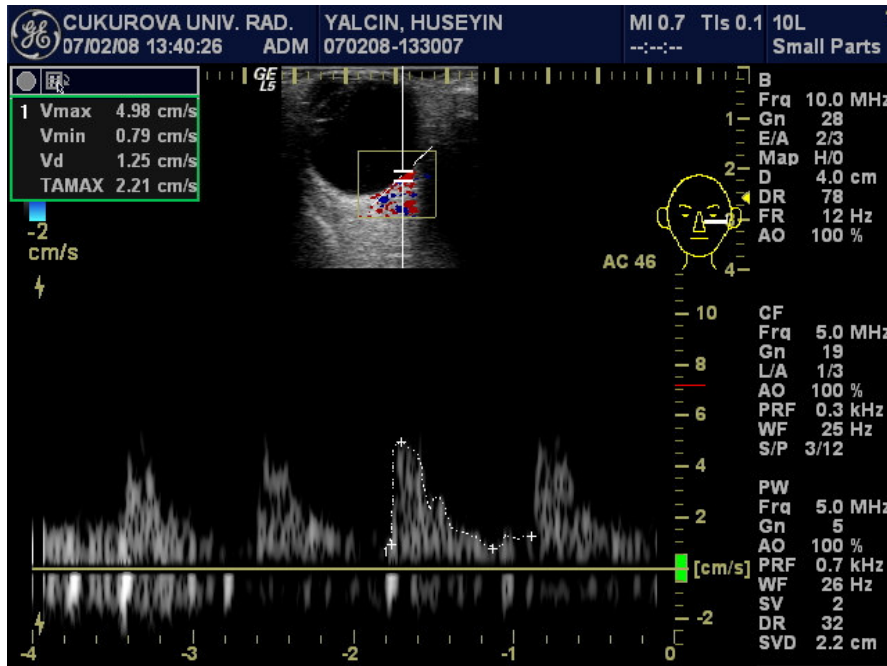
Optik sinir ve retrobulber damarların renkli doppler ultrasonografi görüntüleri
